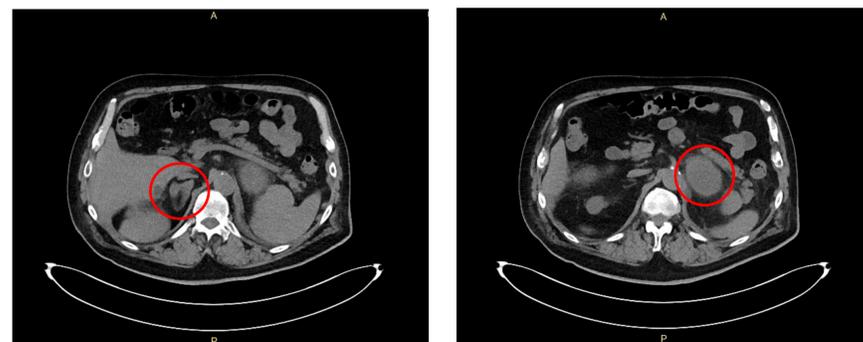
Masse surrenaliche bilaterali visibili alla TC addome con mdc in scansione diretta
